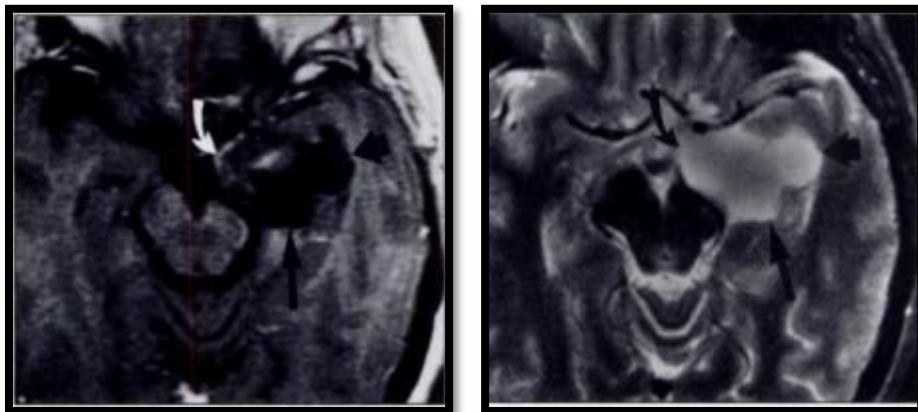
Ejemplo de tumor epidermoide silviano izquierdo(23). La imagen de la izquierda corresponde con una resonancia magnética en T1 en la que vemos intensidades heterogéneas (la flecha blanca señala una zona de hiperintensidad, mientras que el resto del tumor se ve hipointenso). La imagen derecha es en T2 (hiperintensidad homogénea).
